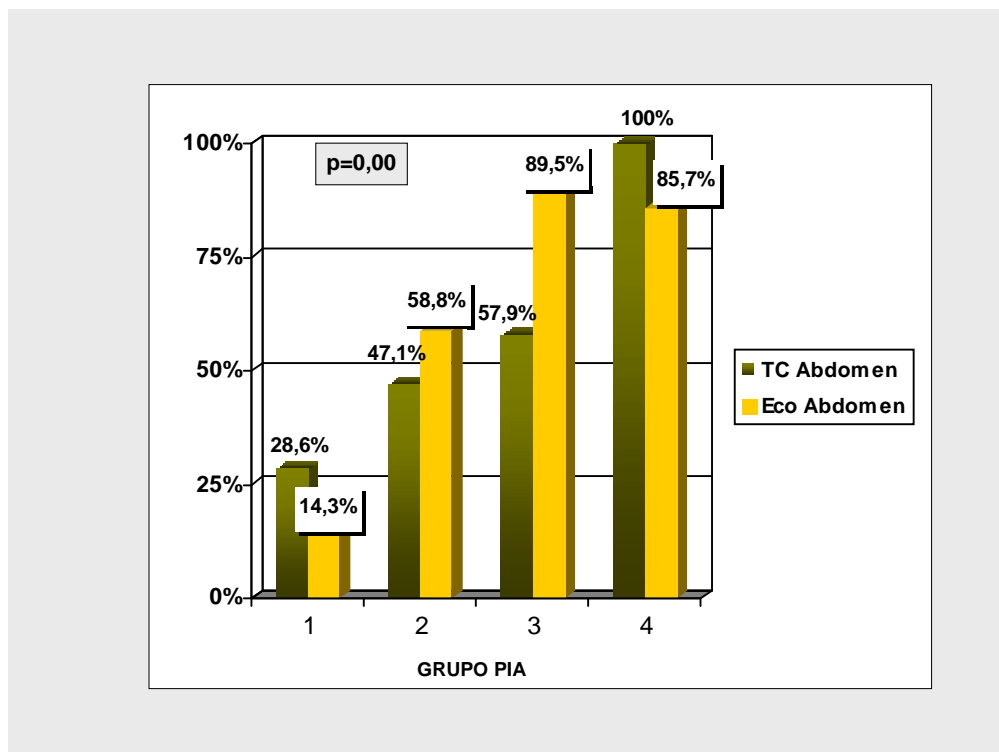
Relación TC abdominal y ecografía abdominal con la HIA.
